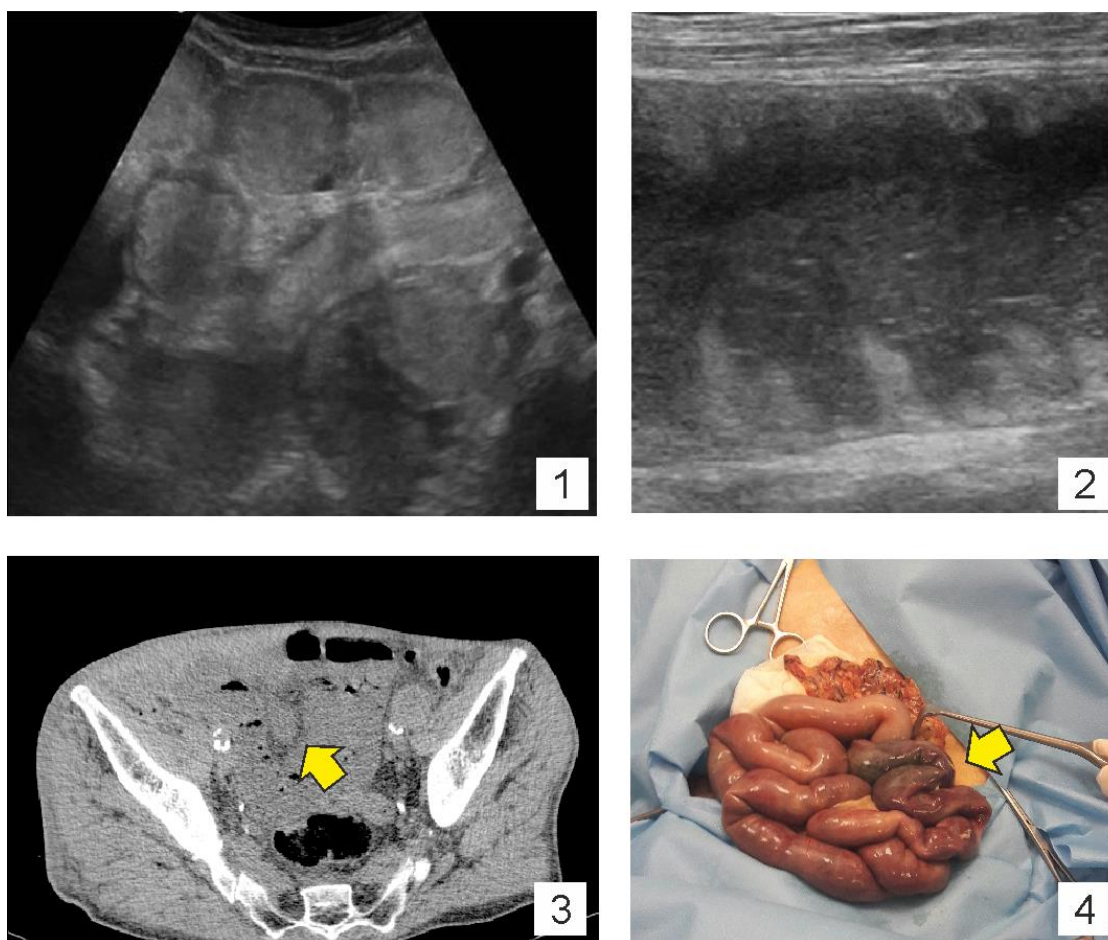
Клиническое наблюдение. Пациент Р. 67 лет. 1 – расширенные и заполненные содержимым петли тонкой кишки; 2 – симптом «клавиатуры» и утрата структурности стенки кишки с «маятникообразными» движениями внутрипросветного содержимого; 3 – при МСКТ определяется участок тонкой кишки, заполненный содержимым с инфильтрированной стенкой и внутристеночными пузырьками газа (стрелка); 4 – интраоперационная фотография: некротизированный участок кишки указан стрелкой
